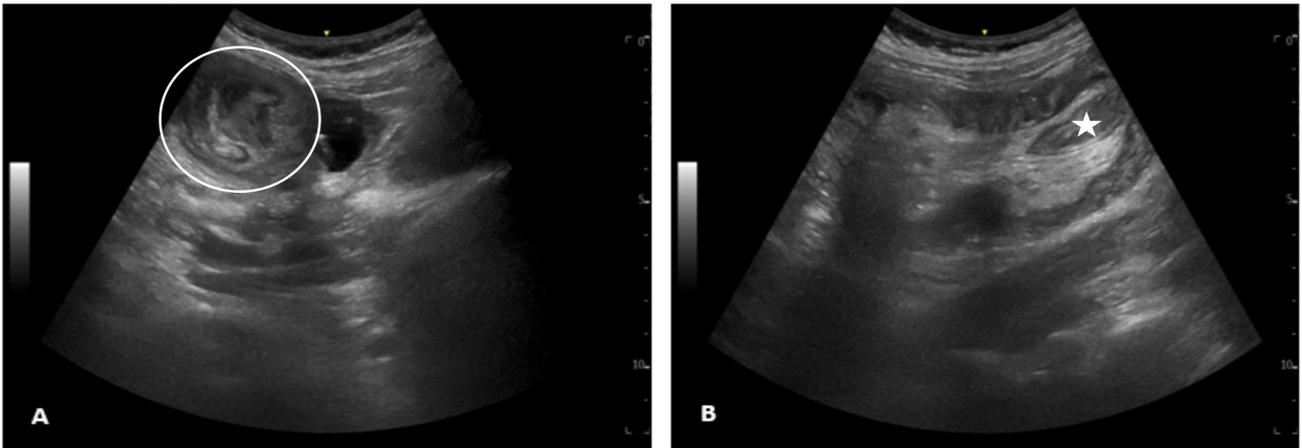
Ecografía abdominal (A) Corte transversal en la que se evidencia el signo del "objetivo" o del "donut" (circulo); y B corte longitudinal que muestra imagen "pseudo-arriñonada" (estrella) compatible con intususcepción colo-cólica secundaria a lesión intraluminal desconocida.
